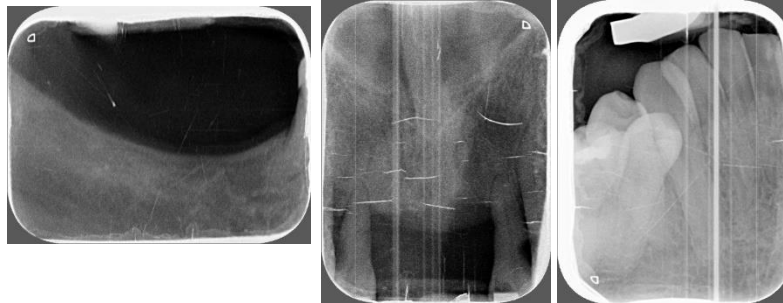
Ejemplo radiografías periapicales “no registradas” en el estudio.¹⁸
